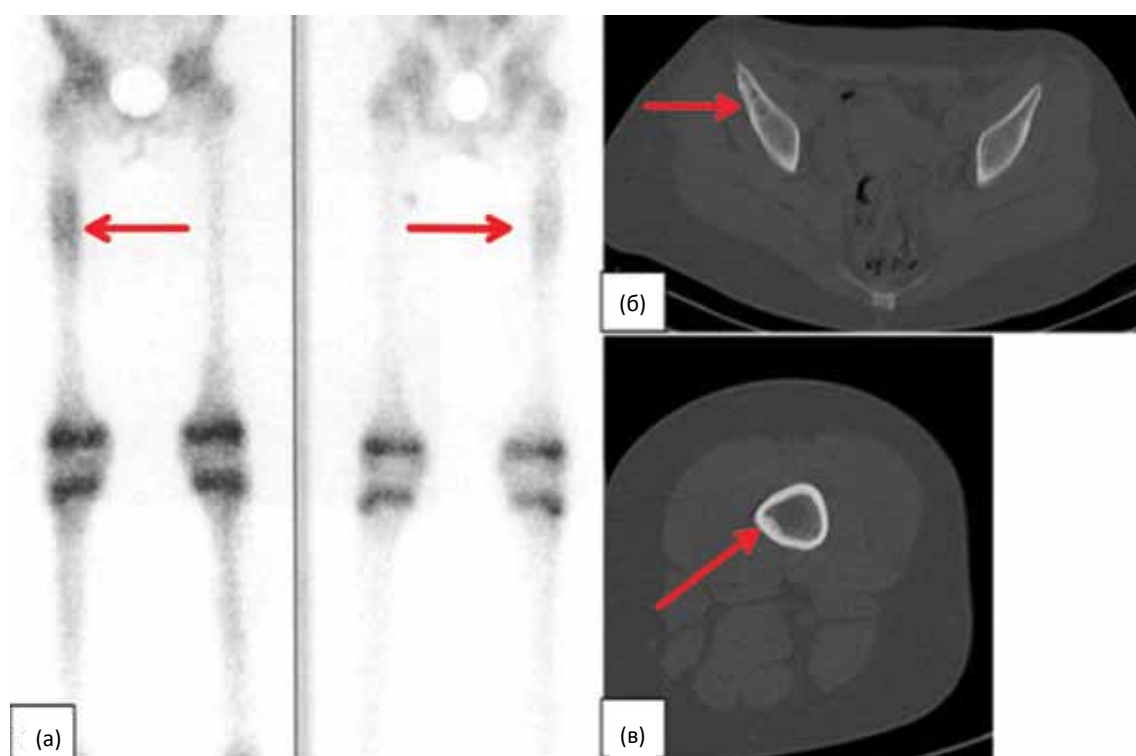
Девочка 9 лет. На остеосцинтиграммах (а) отмечается интенсивное повышенное накопление РФП в диафизе правой бедренной кости (стрелки). В других отделах скелета без особенностей. На срезах КТ в передних отделах крыла правой подвздошной кости (б) — участок деструкции с зоной уплотнения в латеральных отделах и четким склеротическим ободком размерами 1,8×0,7 см (стрелка). По внутренней поверхности левой бедренной кости (в) на границе средней и нижней трети диафиза — неравномерное уплотнение коркового слоя до 1,2 см на протяжении 6,0 см — эностоз (стрелка)
